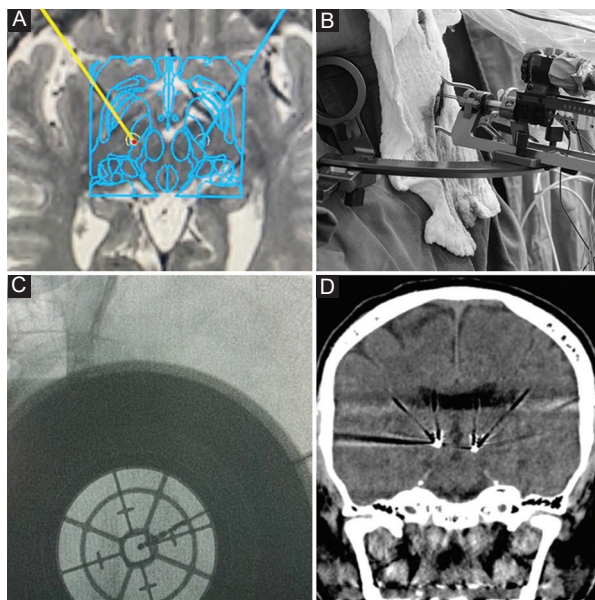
Imágenes pre-, intra- y posoperatorias de estimulación cerebral profunda para enfermedad de Parkinson. A: planeamiento para la localización del núcleo subtalámico de forma bilateral. B: fotografía intraoperatoria con el montaje del arco de estereotaxia de Leksell para el macro- y microrregistro. C: confirmación radiológica intraoperatoria de localización estereotáctica de la punta de los electrodos. D: tomografía posoperatoria para evaluar las correctas trayectoria y localización de los electrodos.
